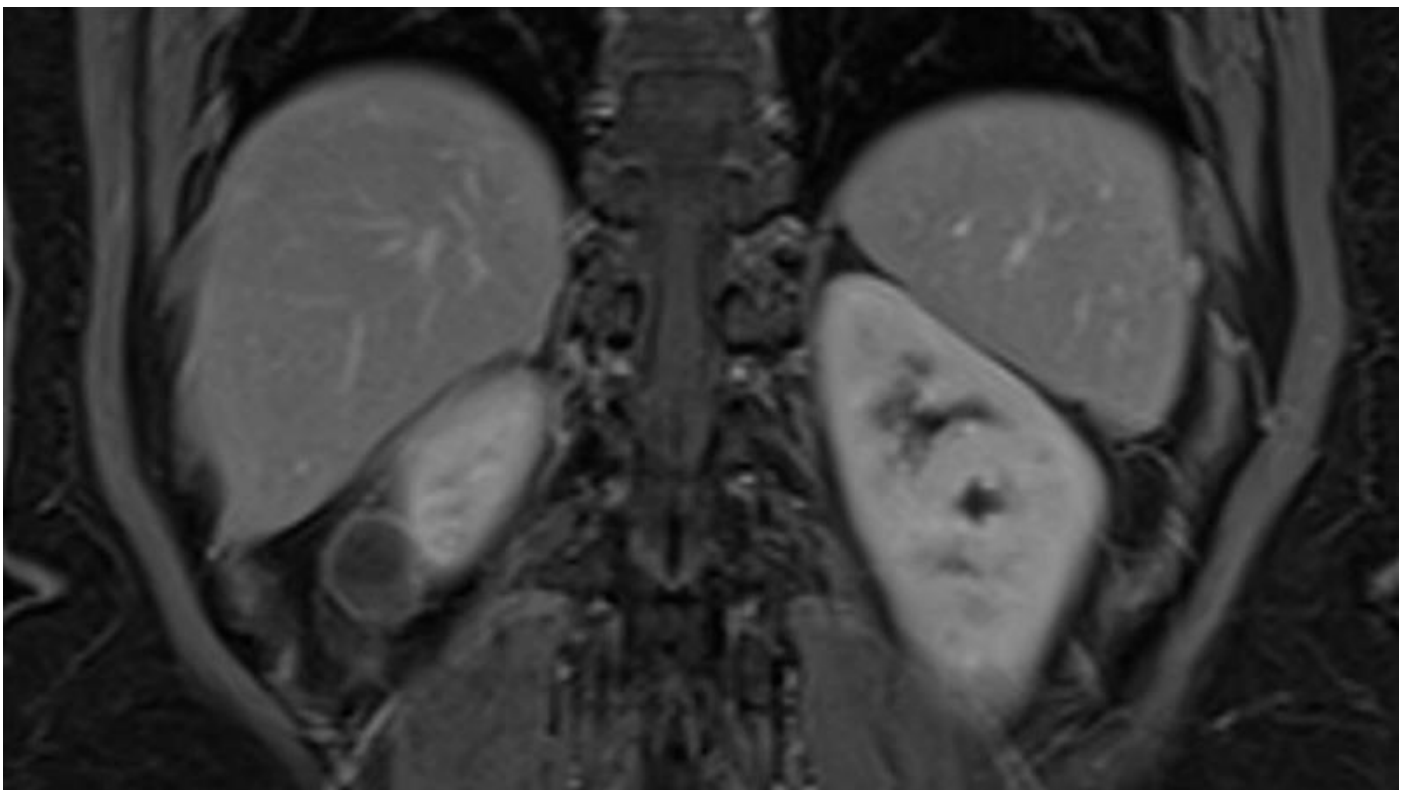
RM, aquisição coronal ponderada em T1 com o uso do meio de contraste paramagnético, demonstra leve realce das paredes da lesão cística.
